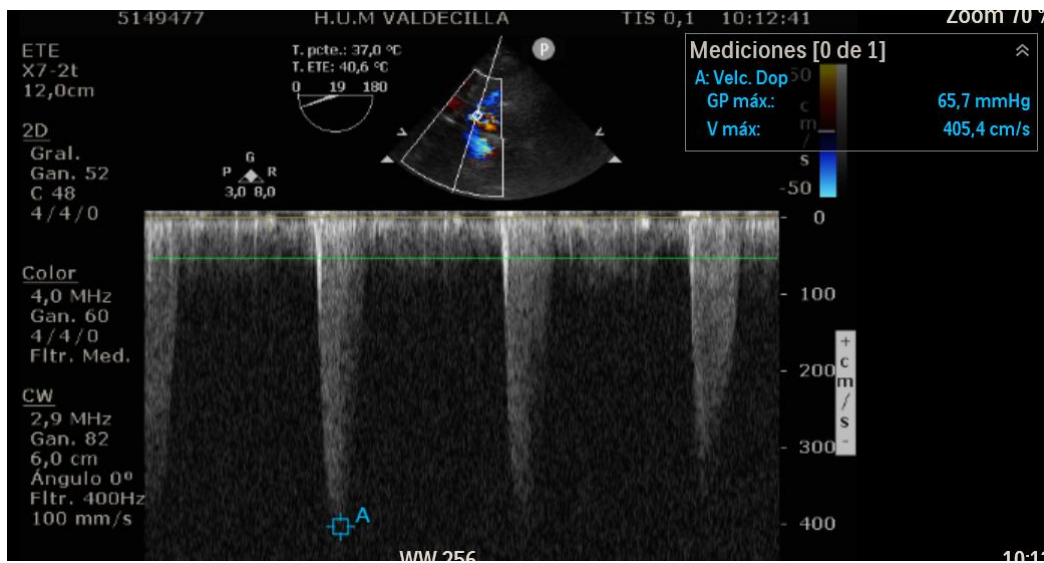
Doppler continuo sobre el tracto de salida. Se confirma aceleración del flujo que alcanza 4 m/seg.
